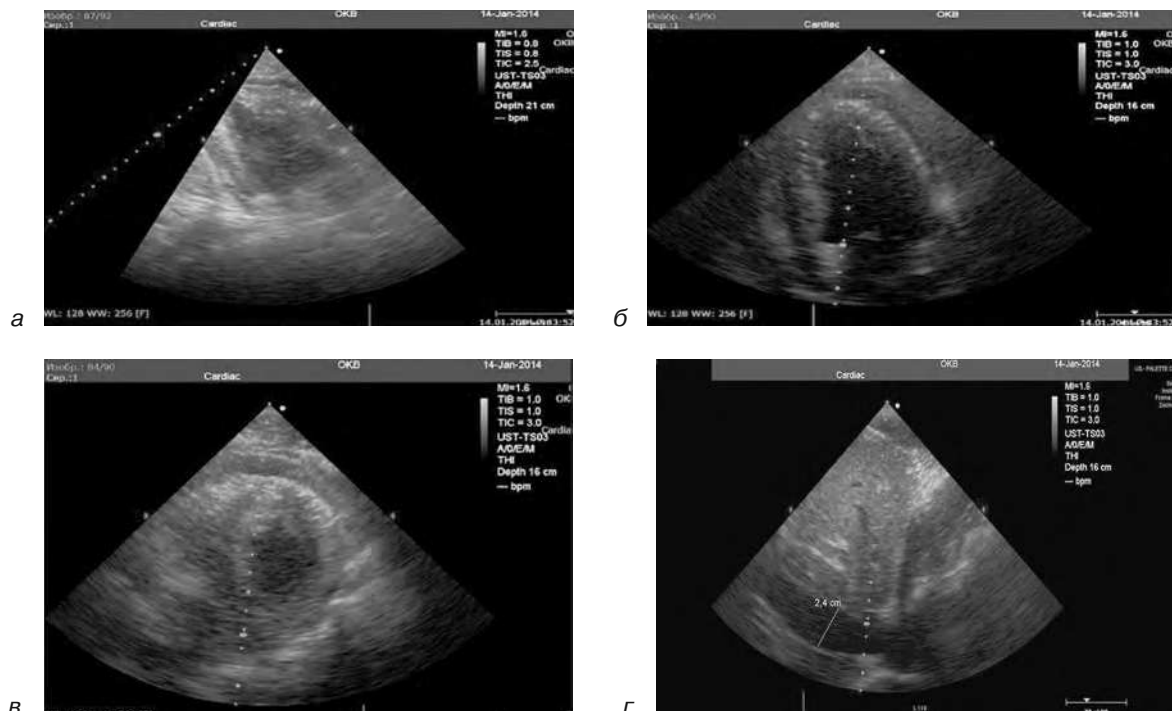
Эхокардиография пациента Р. при поступлении в стационар:
